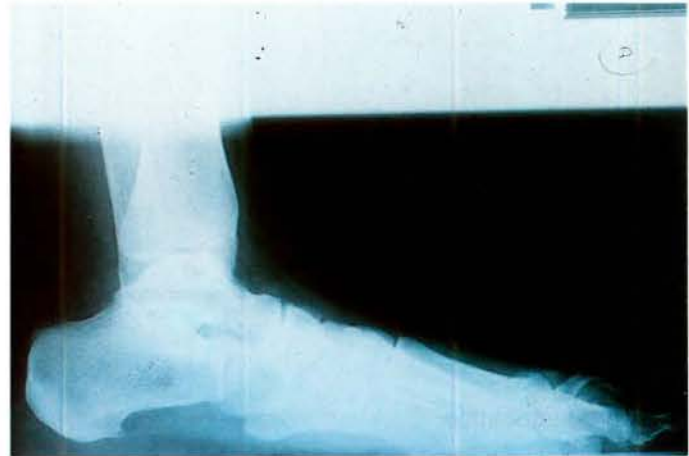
Radiografía lateral del pie derecho.
